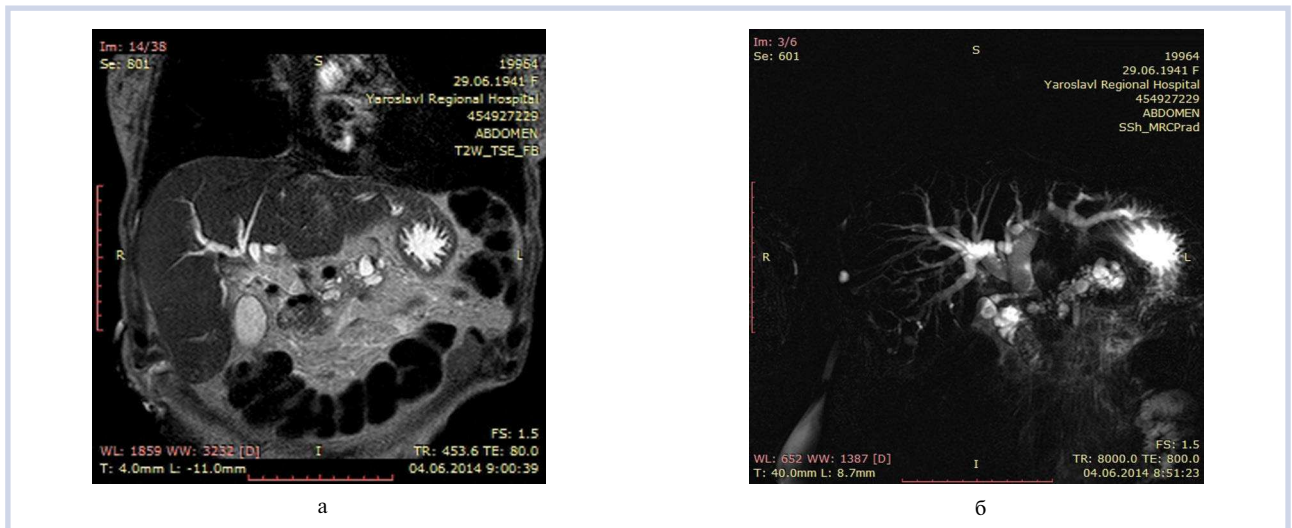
Магнито-резонансная томография желчных протоков.
